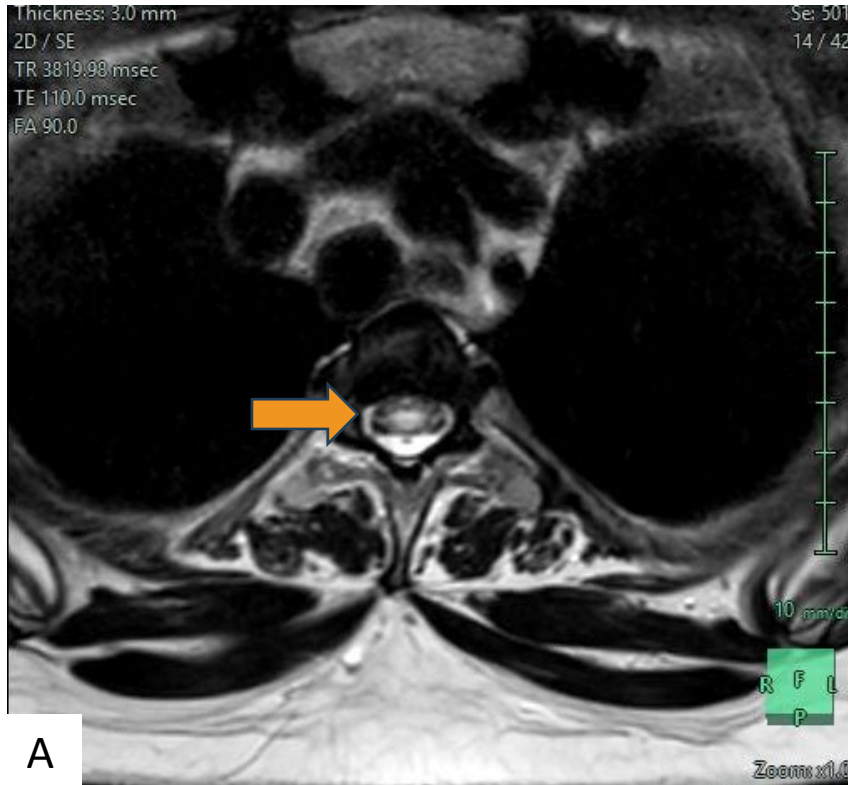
RM cervical en paciente con NMO en fase aguda. En la imagen A (corte axial STIR) se aprecia una lesión hiperintensa de localización central a nivel medular. La imagen B (corte sagital STIR) se visualiza una lesión hiperintensa expansiva que afecta a múltiples niveles medulares. Se completó el estudio con CIV (imagen C) apreciándose realce parcheado de la lesión.
